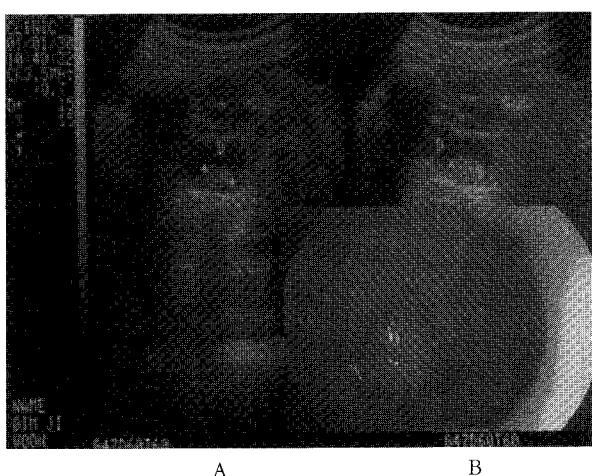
Duodenal Polyp Image of ultrasound and gastric endoscope
